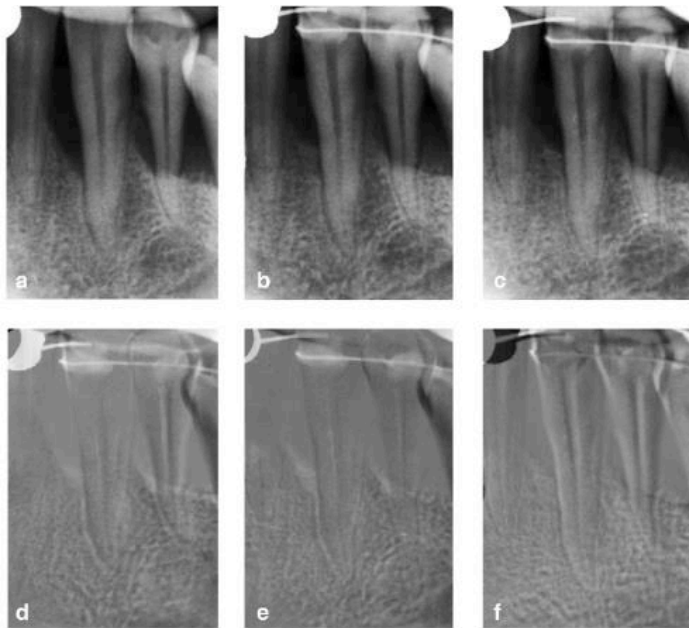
Imagen a: Radiografía inicial
